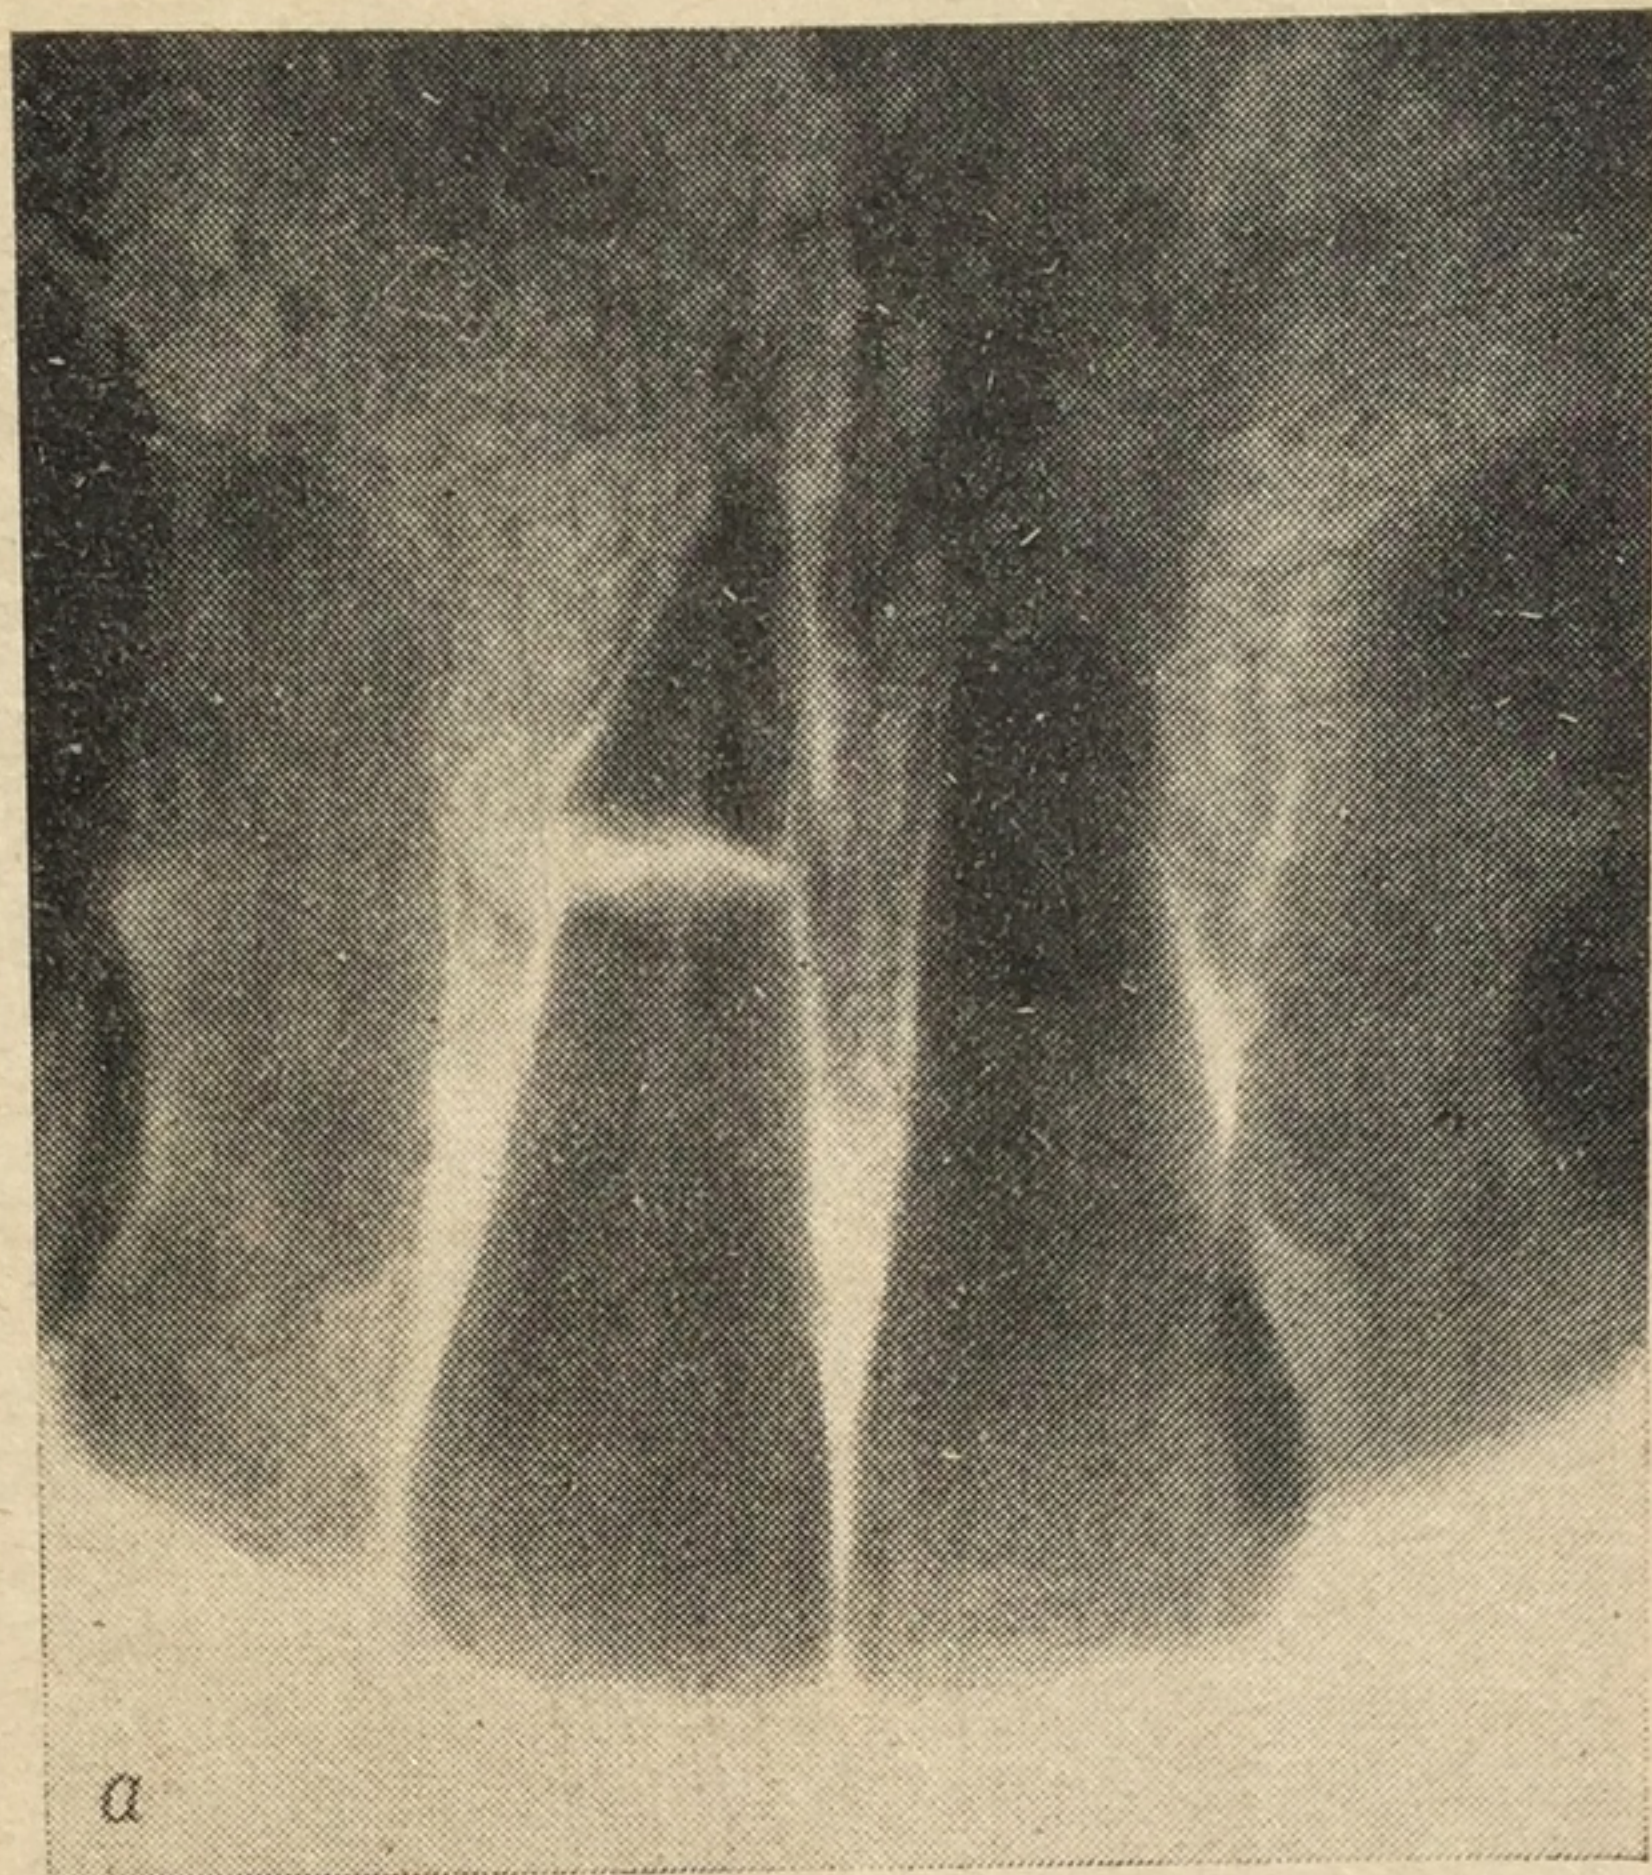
Переломы коронок зубов. Отпечатки с внутриротовых рентгенограмм.
